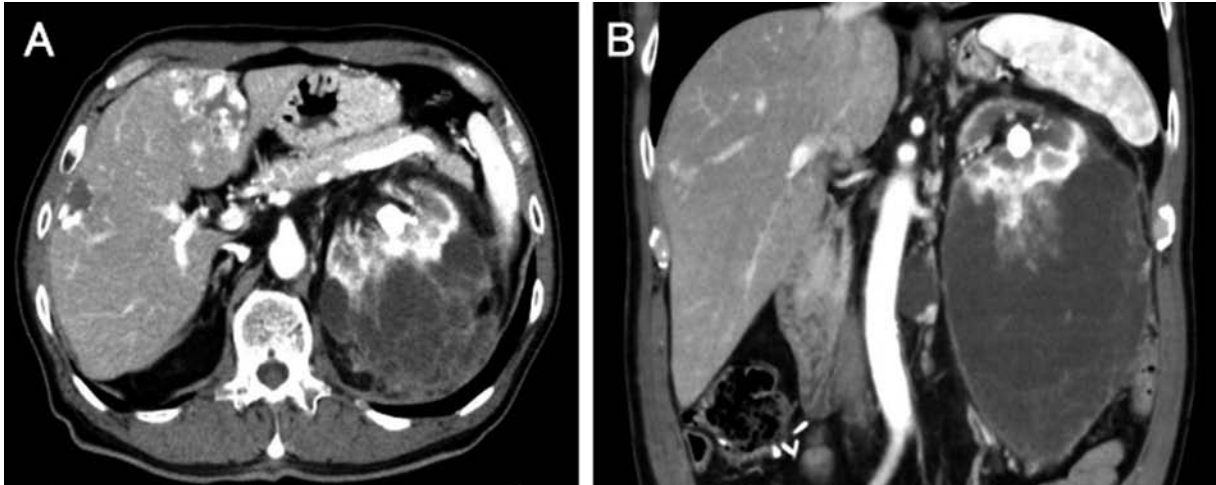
Contrast enhanced abdominal CT showing a large multilocular cystic mass in the left kidney. (A) Axial image. (B) Coronal image.
